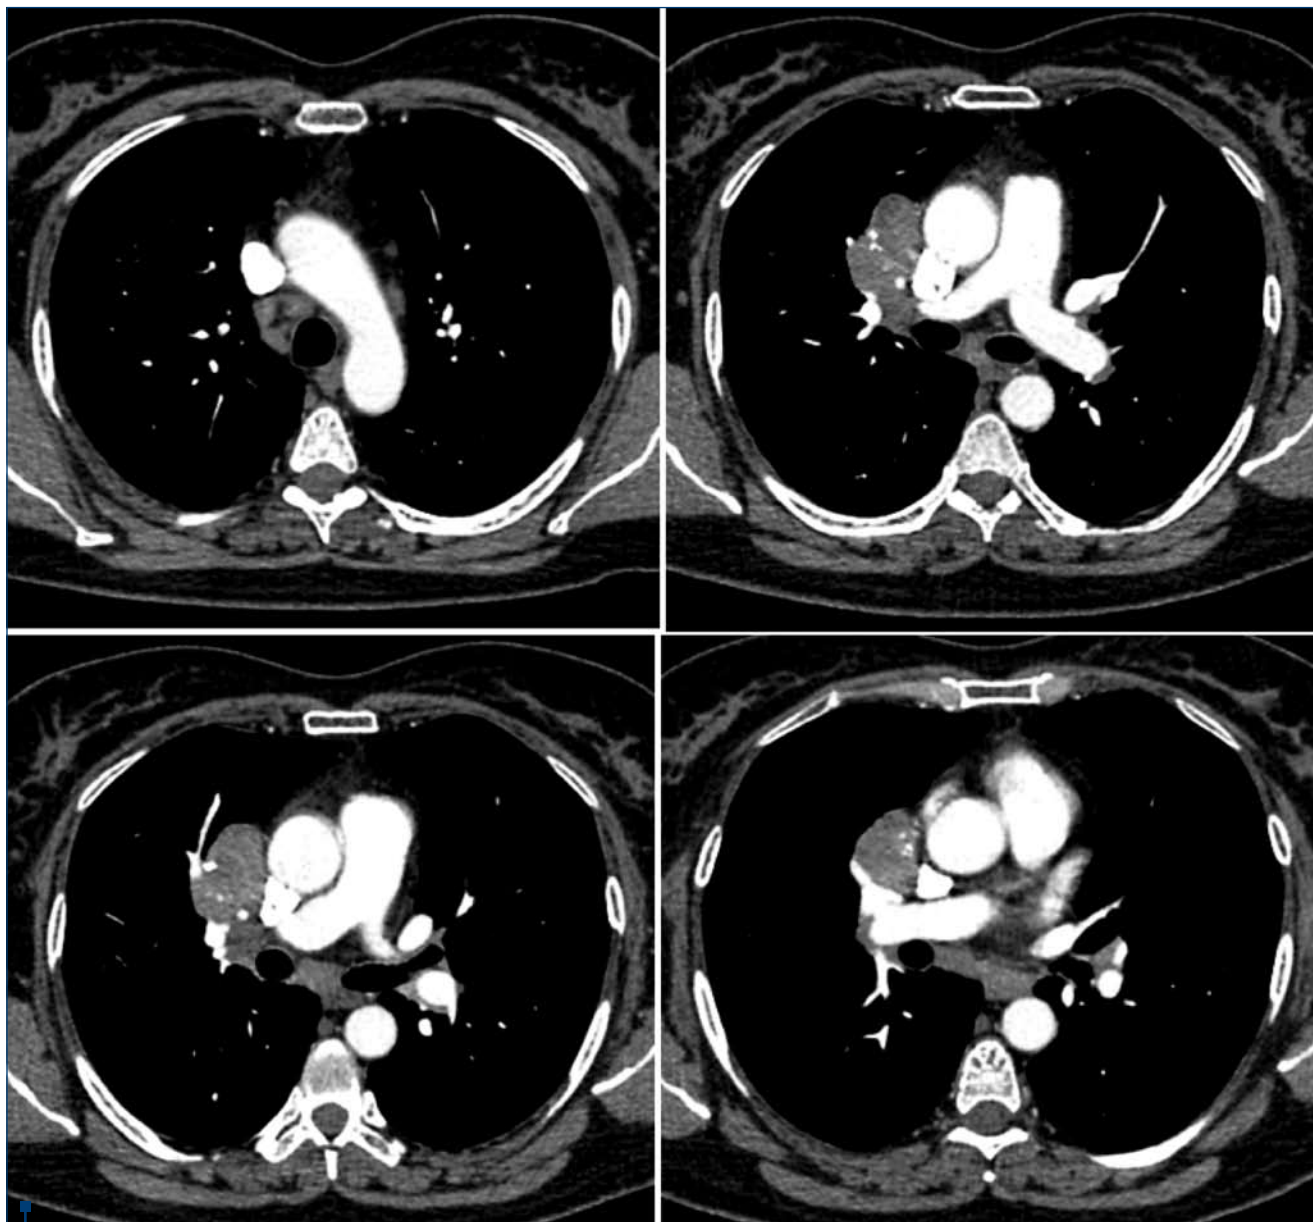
Tomografie computerizată toracică cu contrast i.v. după 7 luni de urmărire: regresia semnificativă a majorității adenopatiilor mediastinale; persistența masei expansive situată anterior de hilul drept, cu caractere imagistice nemodificate față de prima evaluare
